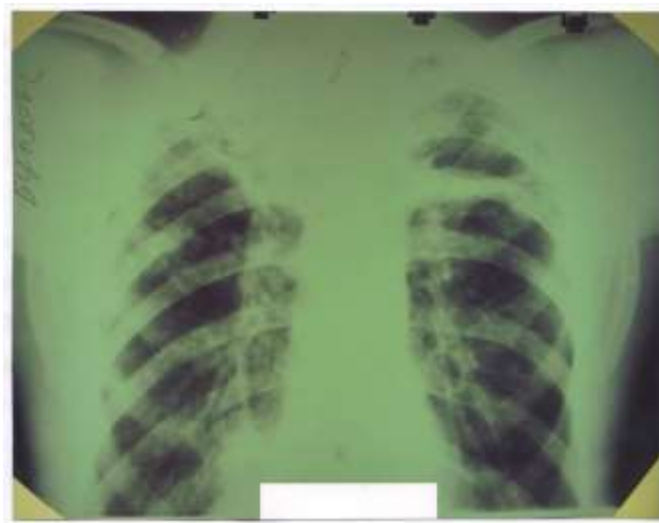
Фоторентгенограма хворого А. до операції
